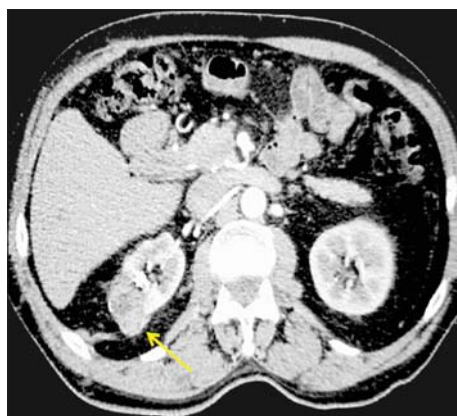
МСК-томограмма. Аксиальный срез, паренхиматозная фаза. Стрелкой указана опухоль правой почки
